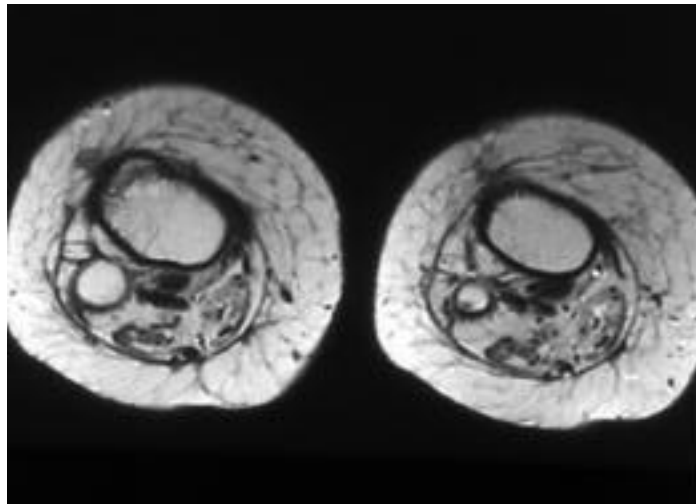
Tomografías axiales en secuencia T1. Atrofia y reemplazamiento masivo de grasa de la musculatura de la pierna en paciente con denervación crónica secundaria a poliomielitis.
